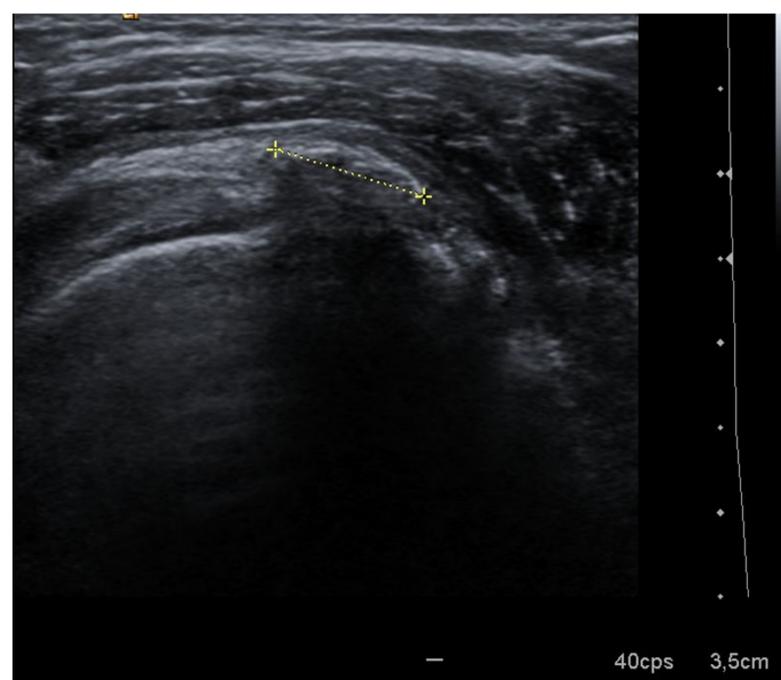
Introducción de aguja y localización de la calcificación guiados por ecografía.
